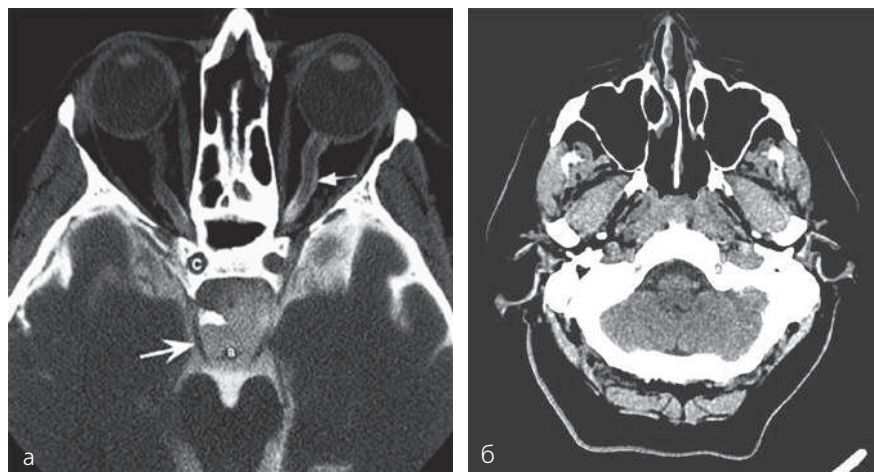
Компьютерные томограммы: а, б — черепа в аксиальной проекции; в — зубов и челюстей в сагитальной и фронтальной проекциях
